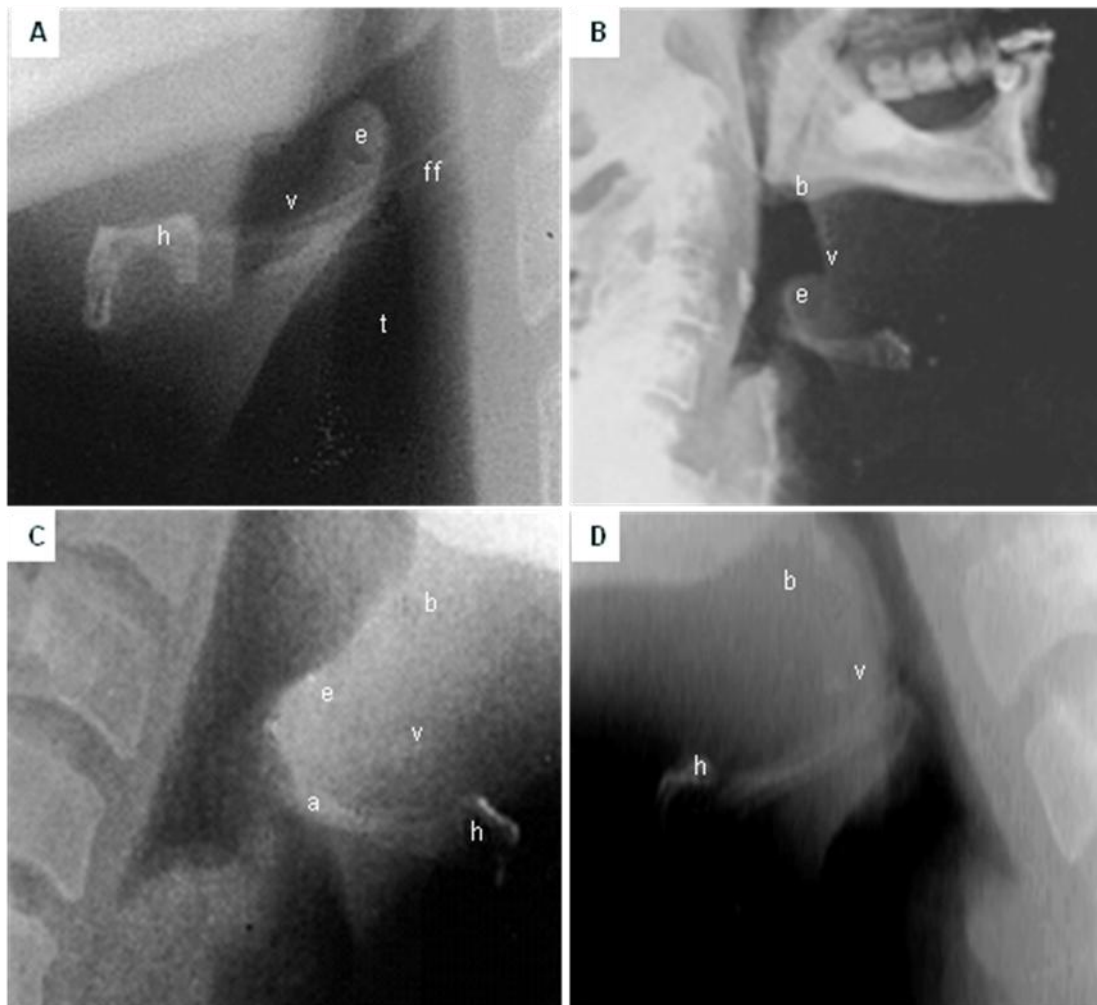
44. Cuatro radiografías laterales de cuello. A. Vía aérea superior normal. La vallecula es bien definida y alcanza el nivel del hueso hioides. B. Paciente con epiglotitis. Tanto el signo del pulgar y de la vallecula son visibles. C. Epiglotis mal definida y difícil de identificar, la vallecula no es bien definida en un caso de epiglotitis aguda. D. Epiglotis y vallecula obliteradas por completo. a. Pliegues ariepiglóticos edematosos, b. Base de la lengua, e. Epiglotis, ff. Cuernos del hueso hioides, h. Cuerpo del hioides, t. Tráquea, v. Vallecula.
